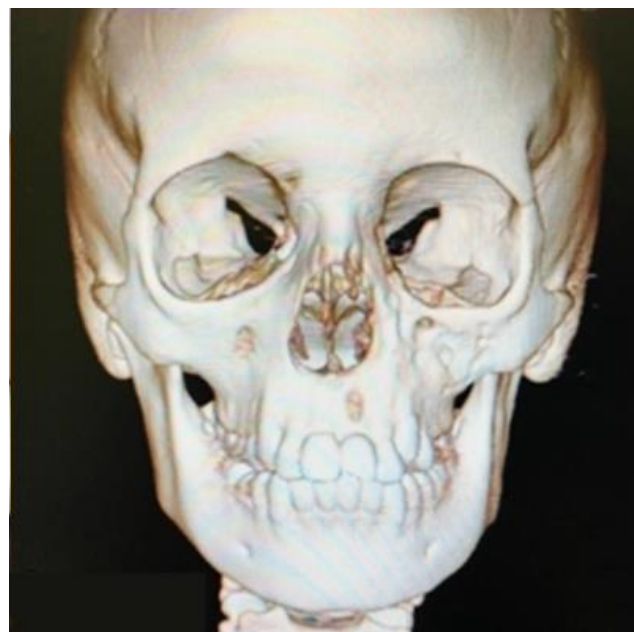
Tomografia computadorizada com reparo ósseo na área de fratura.
